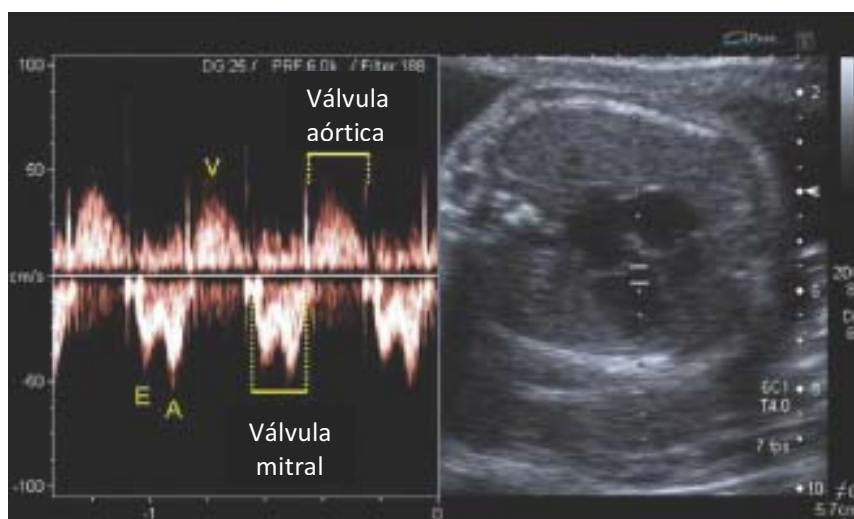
Estudio Doppler del ciclo cardíaco fetal
